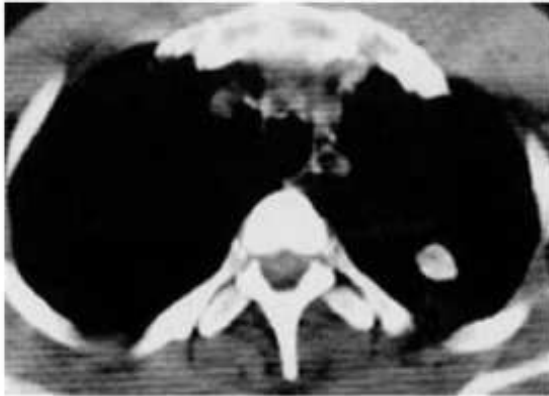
Coupe axiale TDM en fenêtre médiastinale sans injection de produit de contraste. Nodule apical gauche siège de calcifications périphériques
